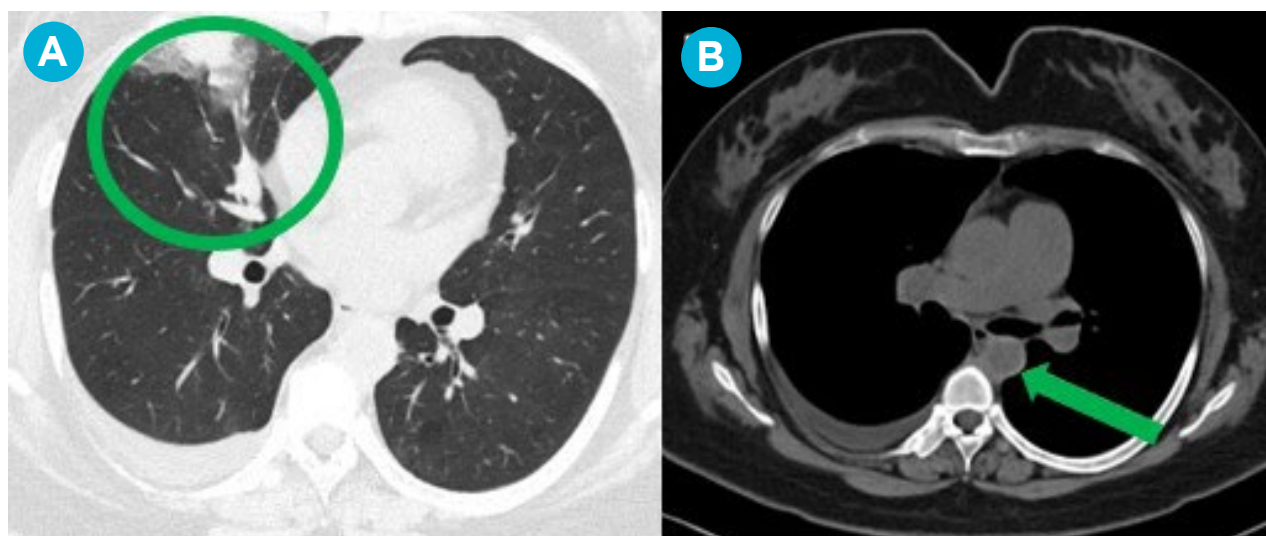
Imágenes de tomografía torácica donde se evidencia: (A) Consolidación y patrón en vidrio esmerilado circundante en lóbulo medio derecho. (B) Aorta descendente con paredes engrosadas (flecha verde).
